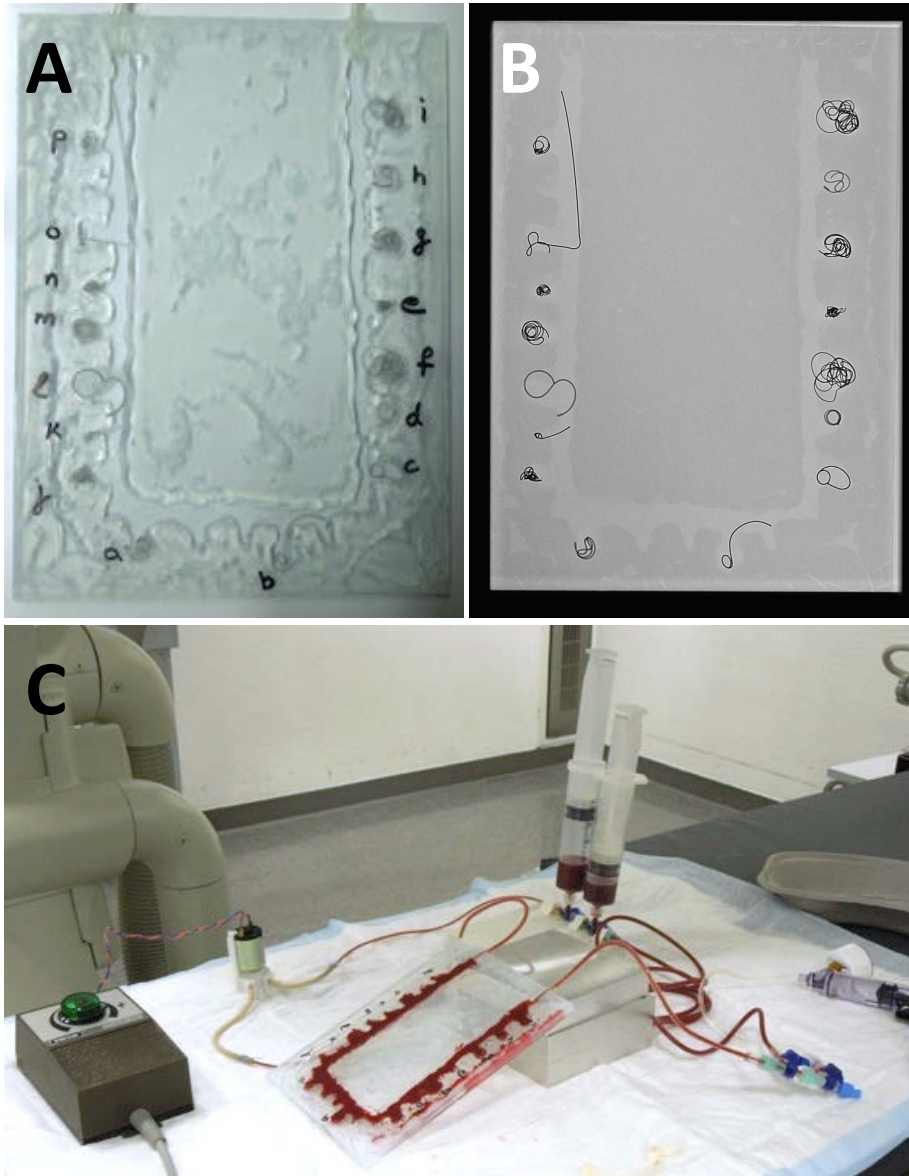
A, Glaselement mit applizierten Coils; B, Röntgenaufnahme des Glaselements mit applizierten Coils vor Versuchsbeginn; C, Glaselement im Kreislaufmodell.
